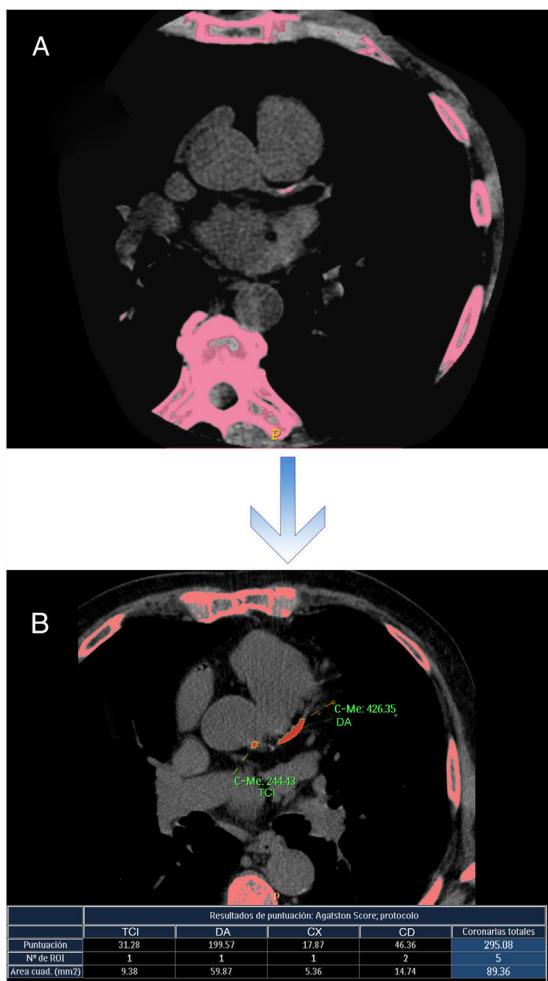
Se ilustra la manera como el sistema de tomografía coronaria multicorte detecta la presencia de calcio (A) y mediante el software realiza el cálculo e informa de manera inmediata el puntaje de calcio de la arteria coronaria (B) con el valor correspondiente.
